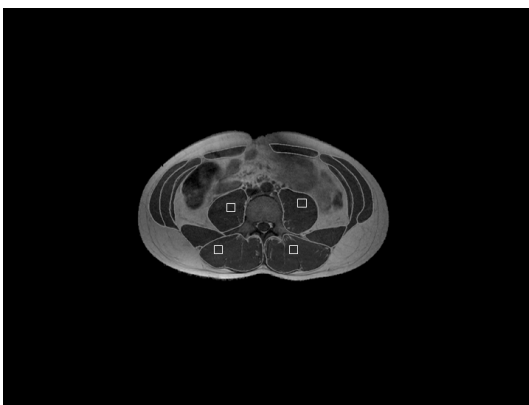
trunk muscles are surrounded on MRI axial slices through L4 and regions of interest are selected in both psoas major and erector spinae muscles.
